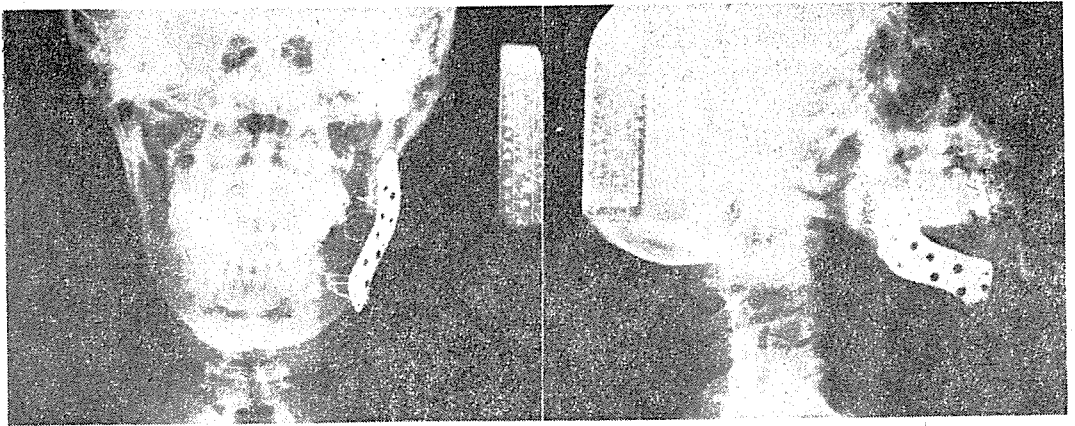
Postoperative roentgenograms. left: P-A view. right: mandible oblique lateral view. Note the corrected median line.
